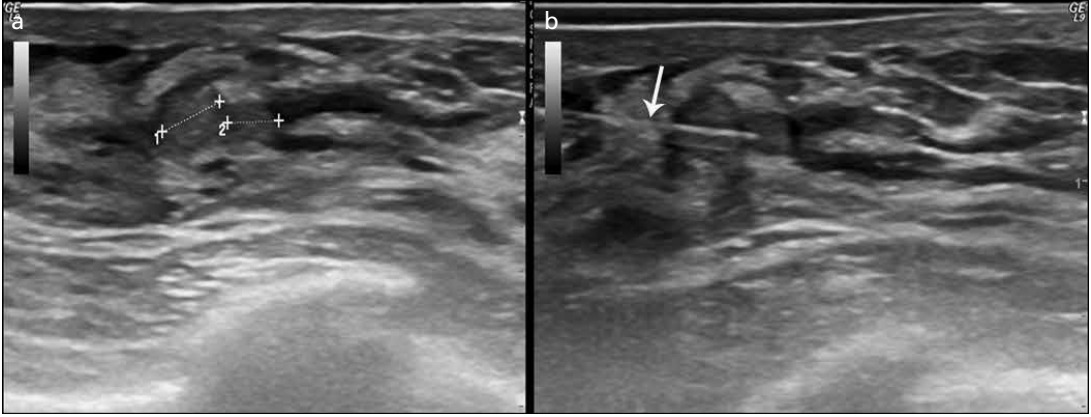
a, b. Sonografi rehberliğinde kistik lezyon örneklenmesi. (a) Yoğun ve partiküle içerikli kistik lezyon ve hemen cidarında hipoekoik 4 mm çaplı silik sınırlı alan (beyaz ok). (b) Aspirasyon sonrasında boşalan kist cidarda izlenen hipoekoik alandan (beyaz ok) kesici iğne biyopsisi ile örneklemeye sonrası papillom tanısı raporlanmıştır.
